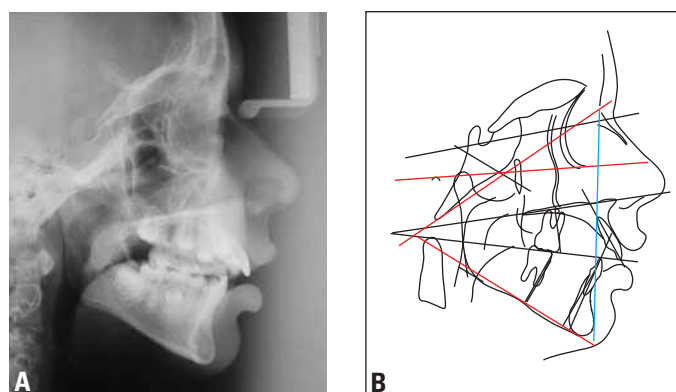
Telerradiografia, sobreposição e panorâmica iniciais.
